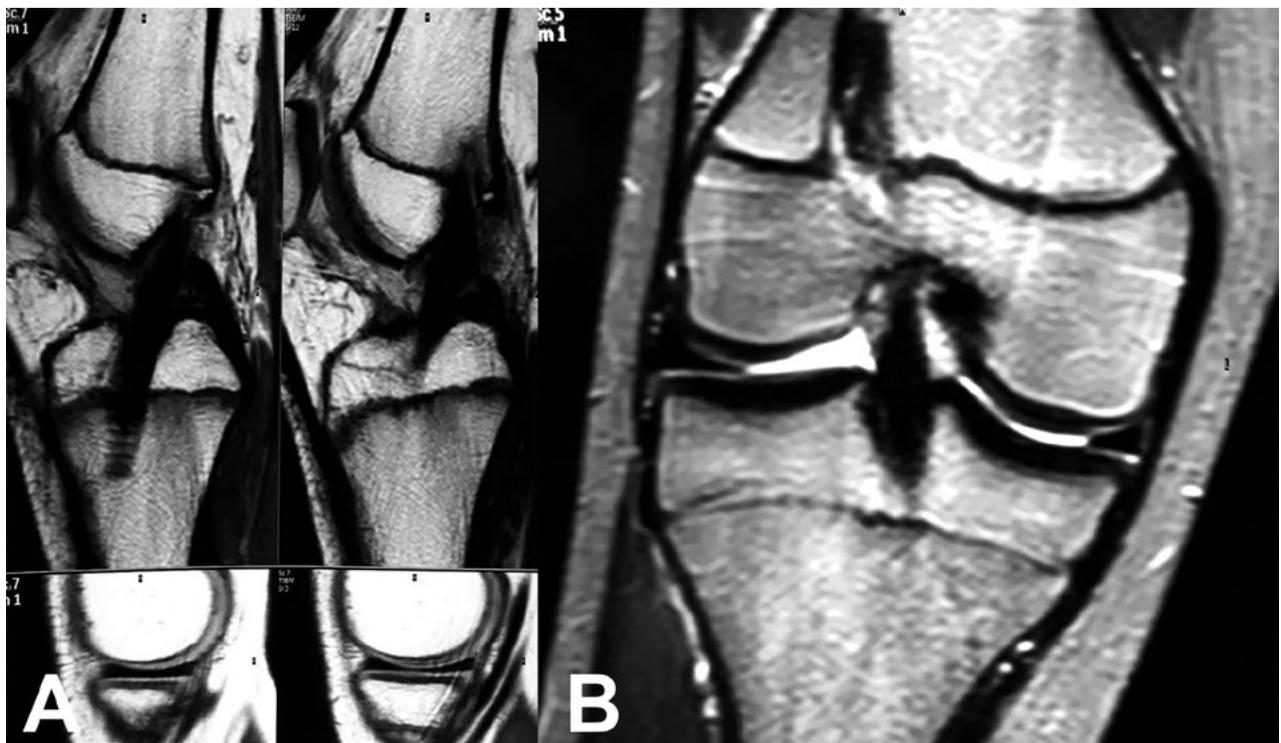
RM de rodilla a un año de evolución.
